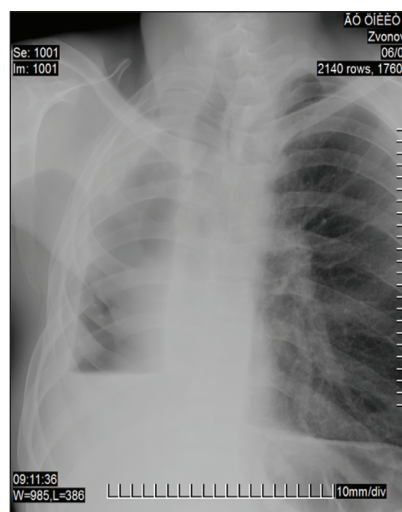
Обзорная рентгенограмма больного 3. при поступлении
